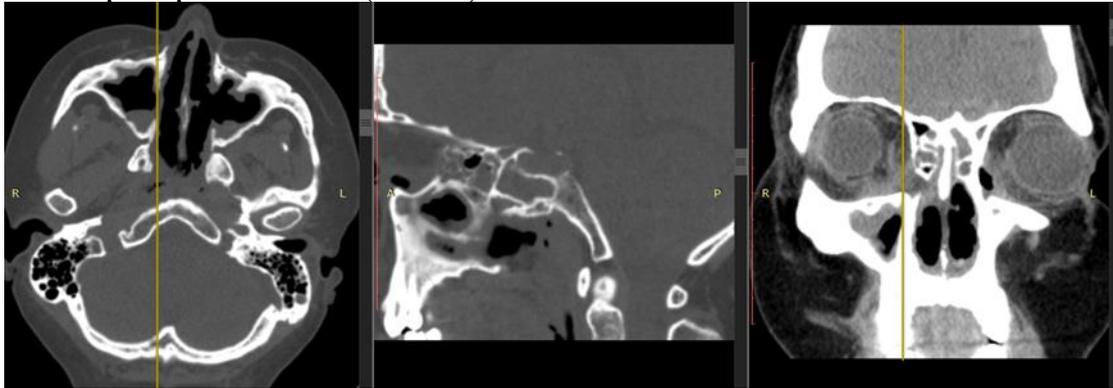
КТ носа и придаточных пазух носа пациента Н.
